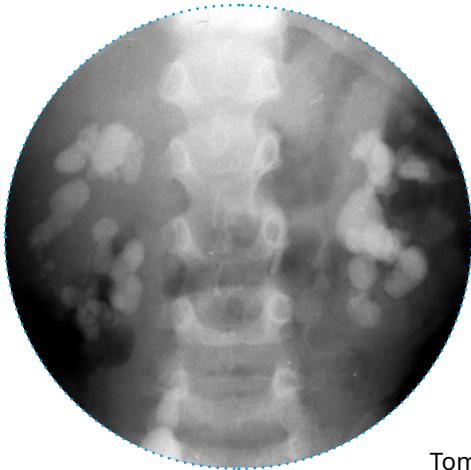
Calculs rénaux multiples sur une radiographie abdominale simple.
